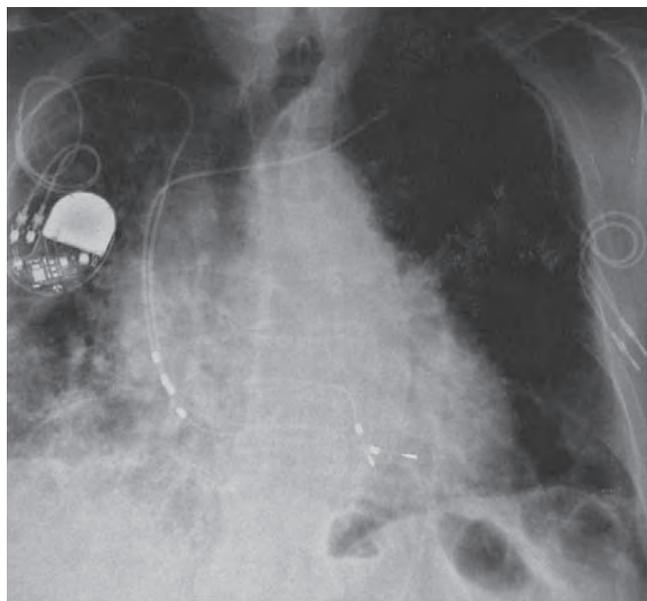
Neumonitis por amiodarona. Radiografía posteroanterior de tórax.
